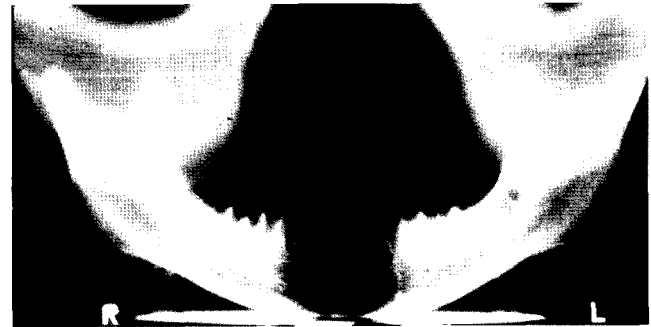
Panoramic radiograph taken without radiopaque markers.
